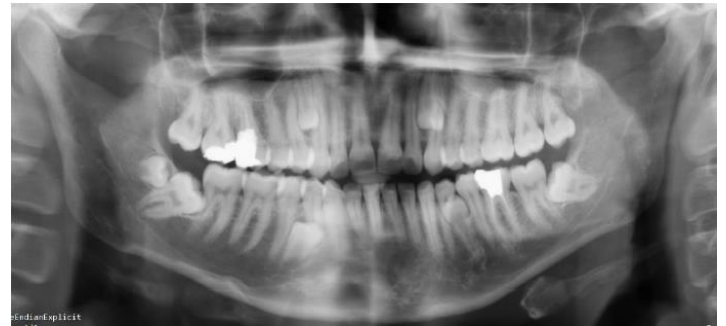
Digital panoramic radiograph of the patient with bilateral supernumerary premolars in the maxilla and mandible.
